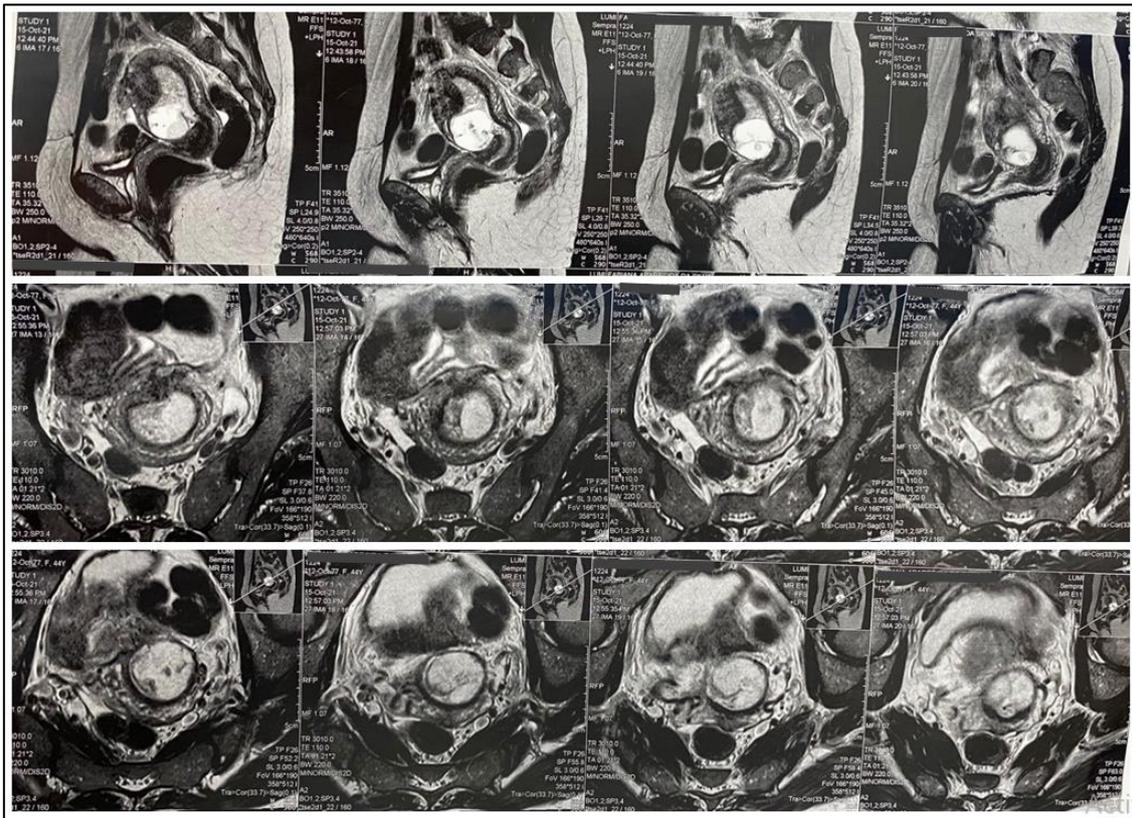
Ressonância nuclear magnética de pelve constatando imagem cística compatível com gestação insinuando-se na cicatriz ístmica uterina anterior.
